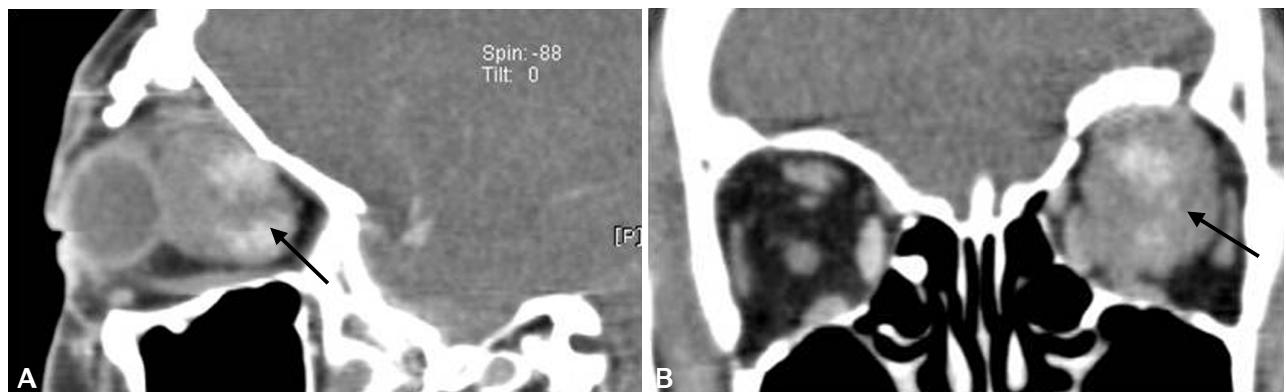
Fourteen months after classic supraorbital craniotomy failed, CT scan with enhancement was obtained. (A) Sagittal view. The mass is well marginated, sized by $2.0 \times 2.6 \times 2.4$ cm. (B) Coronal view. The mass deviates the optic nerve downward and abuts on the superior rectus muscle. Contrasted study shows that the mass is enhanced at the delayed phase.
